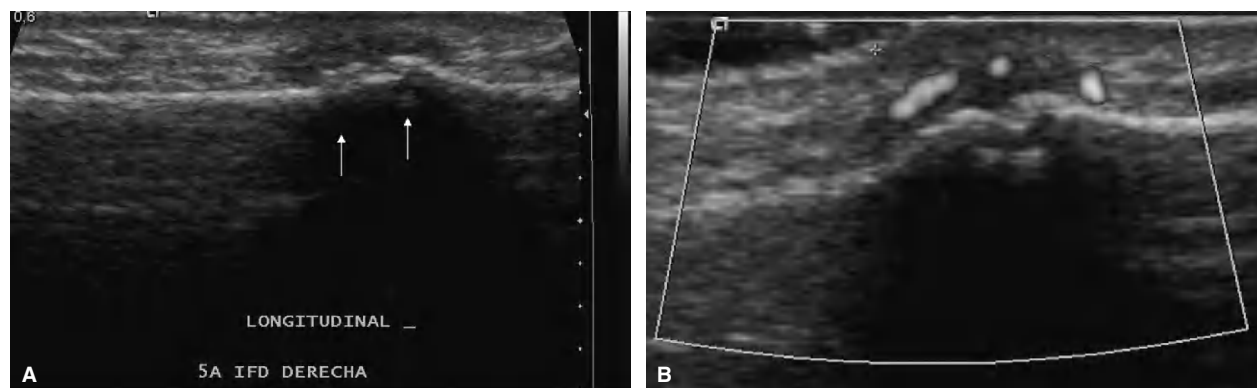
Osteoartritis inflamatoria. A: imagen longitudinal de la articulación interfalángica distal del quinto dedo de la mano derecha que muestra osteofitos en ambas superficies articuladas (flechas) y distensión de la cápsula articular. B: hay señal Doppler de poder en la articulación que confirma su componente inflamatorio.
